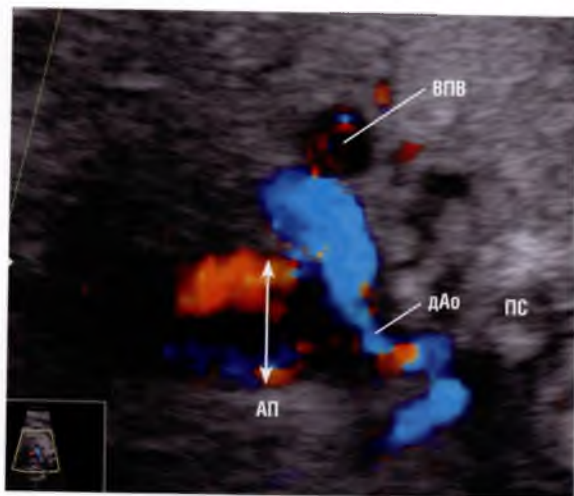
окончание (Г) На эхокардиограмме у плода с коарктацией аорты показана дуга аорты выше уровня среза через три сосуда. В дистальном отделе диаметр аорты резко сужен. Сравните диаметры дистального отдела дуги аорты, верхней полой вены и артериального протока (двухсторонняя стрелка). (Д) Анатомический препарат сердца плода ориентирован соответственно срезам на (В, Г). Определяются извитость и выраженная гипоплазия дуги аорты. Обратите внимание на соотношение диаметров артериального протока и дуги аорты. ЛЖ – левый желудочек; ЛЛА – левая легочная артерия; ПЖ – правый желудочек, ПС – позвоночный столб; РС – референсный срез; Т – трахея.
